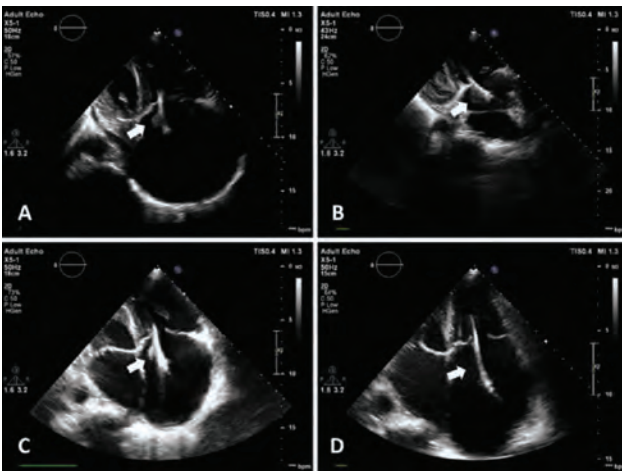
Transthoracic echocardiographic images. (A) Thrombus on pacemaker lead in the right atrium (B) Thrombus on pacemaker lead in the right atrium, enlarged (C) Thrombus on pacemaker lead in the right atrium, diminished (D) Thrombus on pacemaker lead in right atrium, completely resolved
